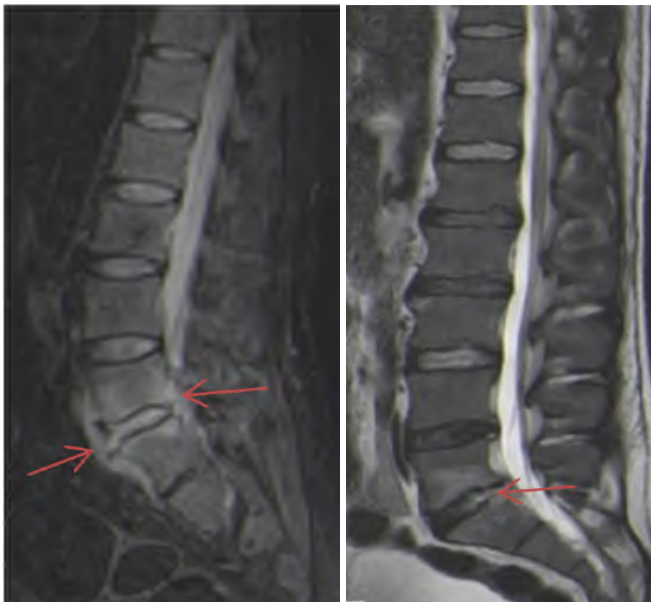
椎旁脓肿表现为为主的布鲁氏菌性脊柱炎。MRI STIR矢状位显示腰5/骶1椎体前后缘稍高信号脓肿高影，未超过腰5椎体上缘及骶1椎体下缘，邻近组织被推压（红箭）。
